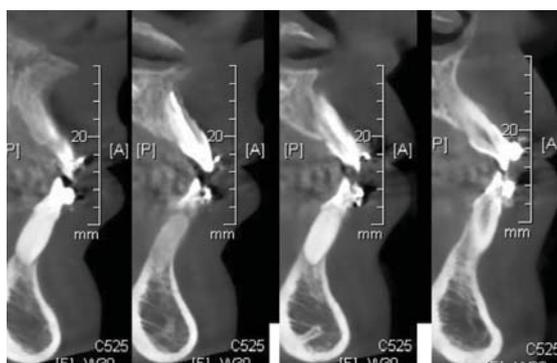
CBCT : coupes sagittales confirmant l'ankylose de la 21 chez un garçon de 15 ans (D'après Bousquet et Coll. [5]).
